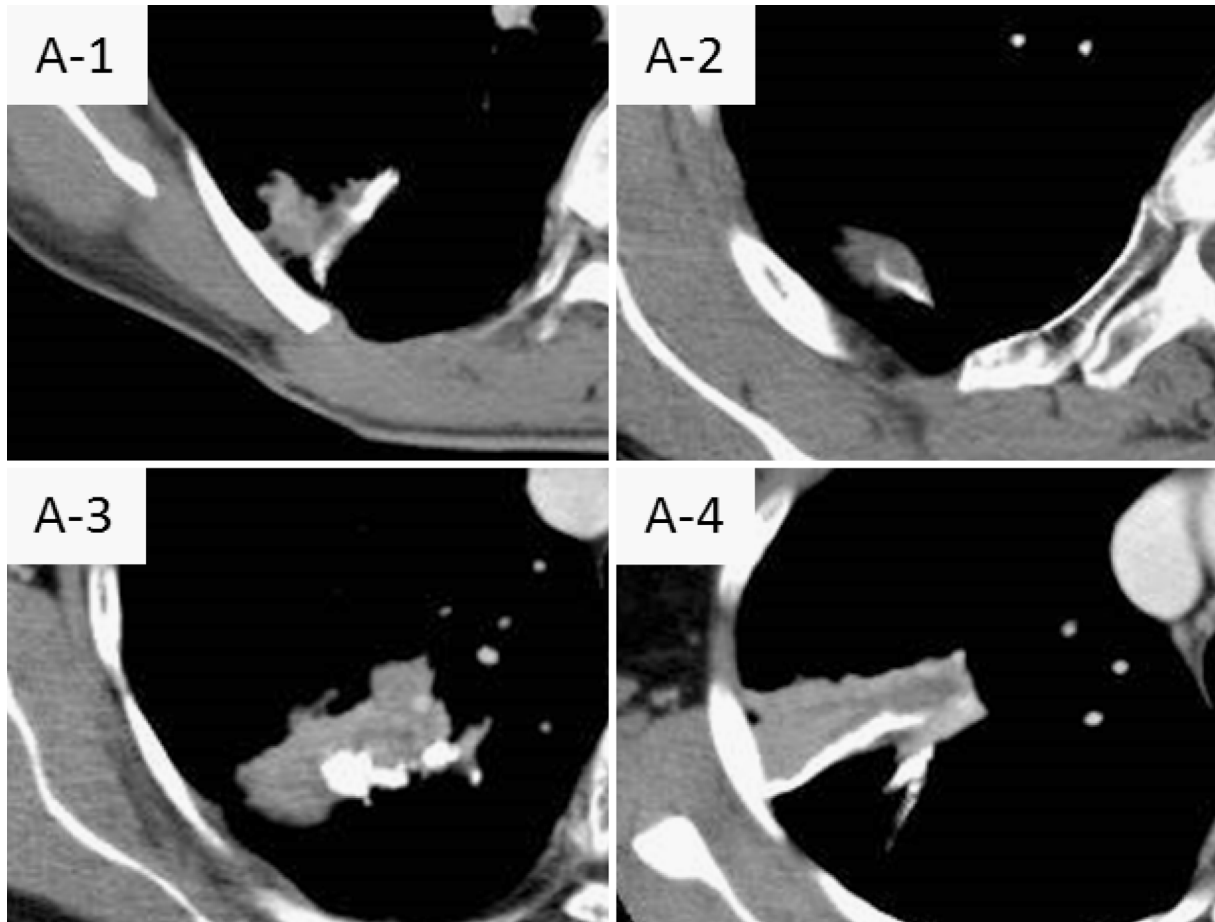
Stump granulomas. Chest computed tomography (CT) showed a new mass near the staple line. (A-1) Case 1: 15 months after S⁶ segmentectomy. (A-2) Case 2: 26 months after S² segmentectomy. (A-3) Case 3: 47 months after S² segmentectomy. (A-4) Case 4: 24 months after S² segmentectomy. The staple lines were present at the margins of the masses in all 4 patients.
